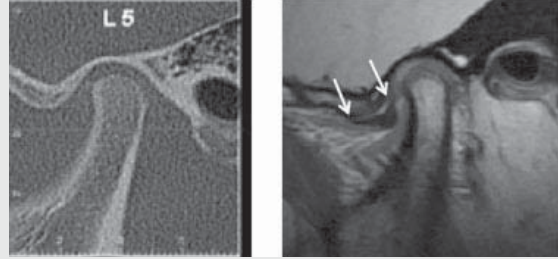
증례 1의 좌측 관절. CT image와 closed mouth MRI (화살표가 관절판의 범위를 표시하고 있다.)
